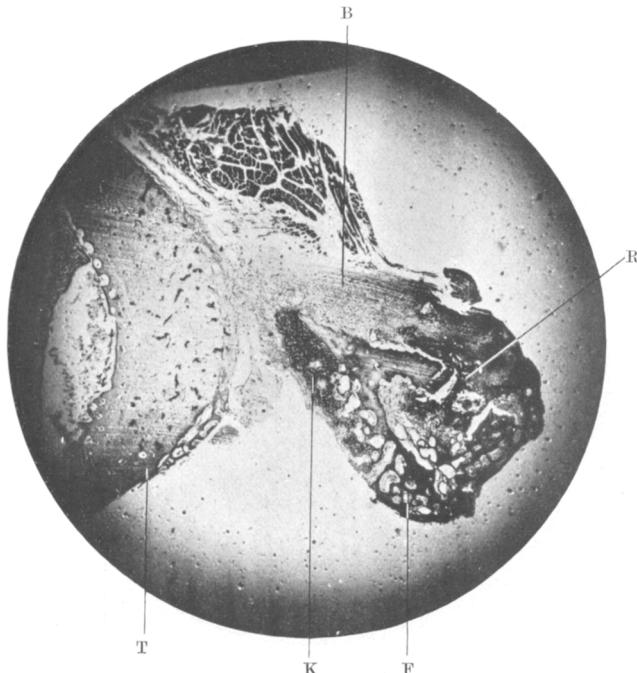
(Lupenvergrößerung.) Knochenregeneration 14 Tage nach der Fraktur auf der bestrahlten Seite. (Dosis 32 H = 1600 R.) (F) Fibula, (T) Tibia, (B) derbes Bindegewebe auf der der Röntgenröhre zugekehrten Seite, (K) Knorpelzellen auf der der Röhre abgekehrten Seite, (R) Reste der Blutung.
